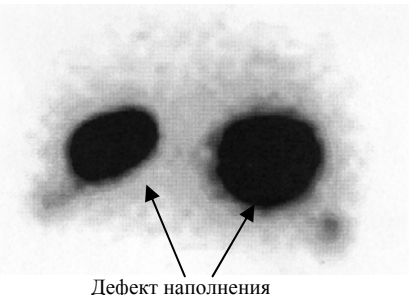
Сцинтиграмма метастатических подчелюстных лимфатических узлов у больного раком языка.
